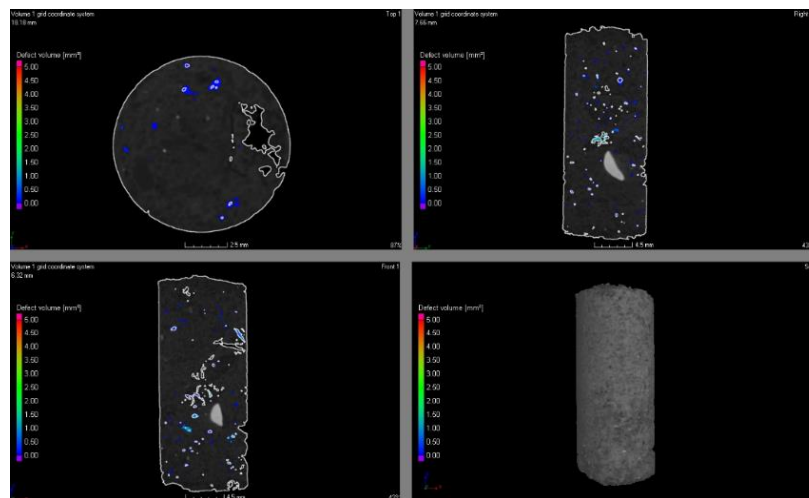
Microtomografía del trazo SS.
